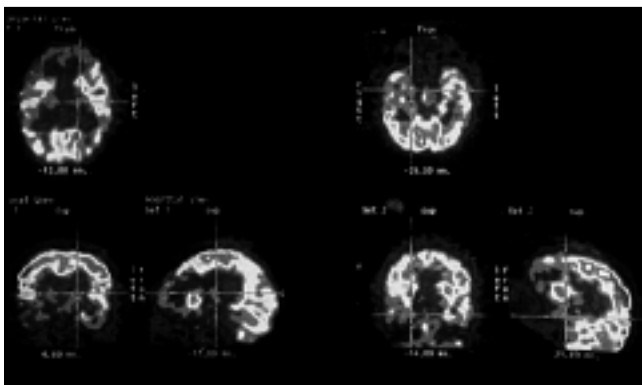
Demencia de Heller (estudio PET-FDG). Grave y extenso hipometabolismo prefrontal bilateral (incluido cíngulo anterior), neocórtex temporal anterior de forma bilateral y tálamos también bilateralmente.
